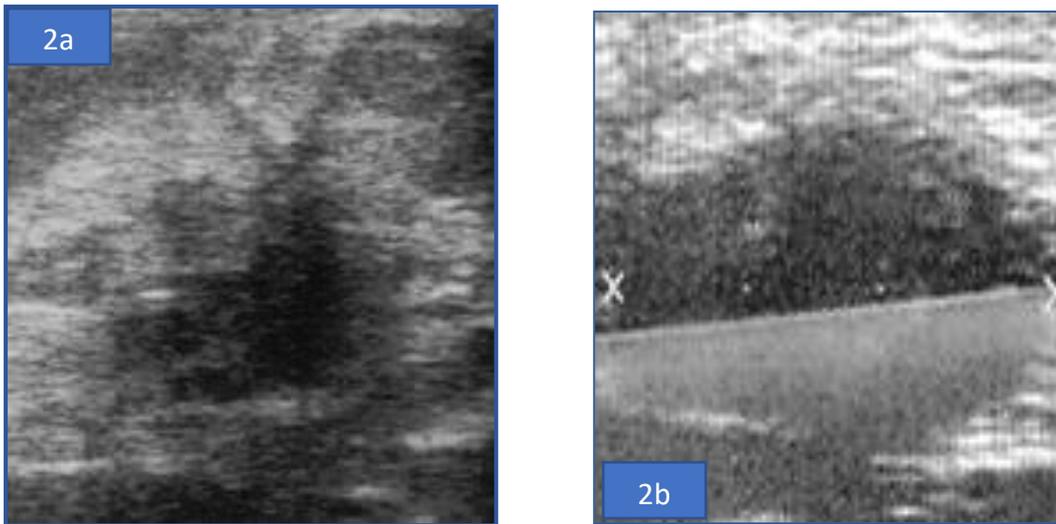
L'échographie montrant : a : une masse du QSE gauche, hypoéchogène, hétérogène, de forme irrégulière, de contours irréguliers, avec atténuation postérieure, classée BI-RADS 5 de l'ACR, et une autre une masse du prolongement axillaire homolatérale , de forme ovale , de contours circonscrits hypoéchogène, classée BI-RADS 4 de l'ACR.
